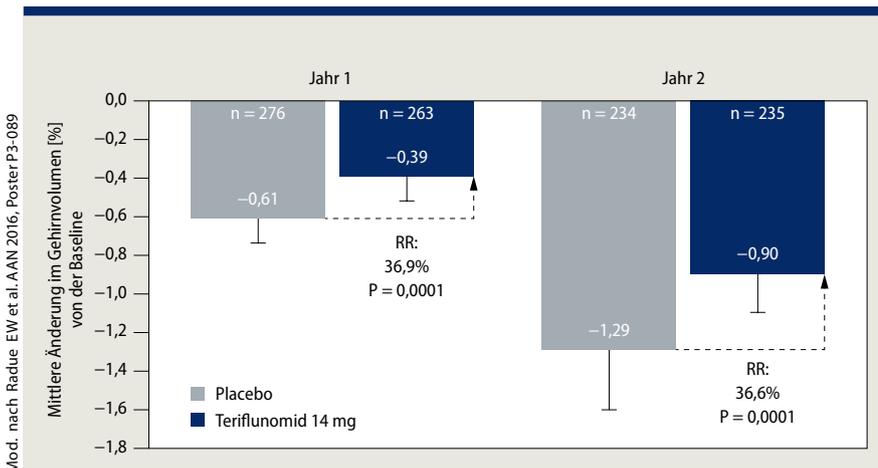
SIENA-Analyse der TEMSO MRI-Daten. Jährliche prozentuale Veränderung im Gehirnvolumen. Teriflunomid bremst die Hirnatrophie im Vergleich zu Placebo.
